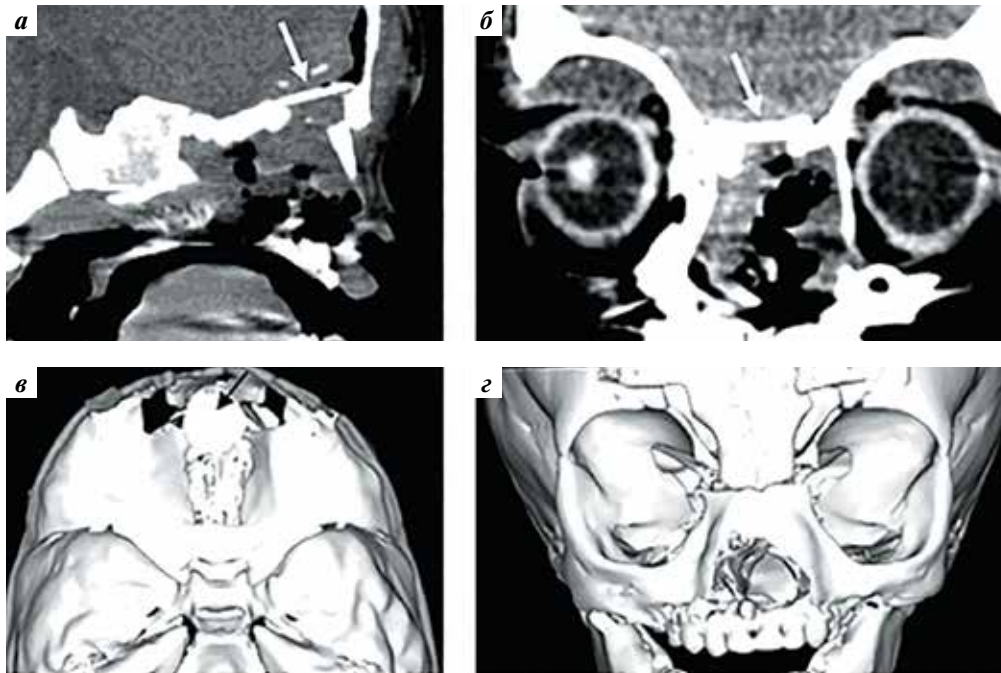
Компьютерные томограммы (а, б) и компьютерная 3D-реконструкция (в, г) головного мозга пациента Р. в динамике. Послеоперационные изменения в основании передней черепной ямки. Стрелками указан установленный фрагмент аутокости для пластики дефекта основания черепа
